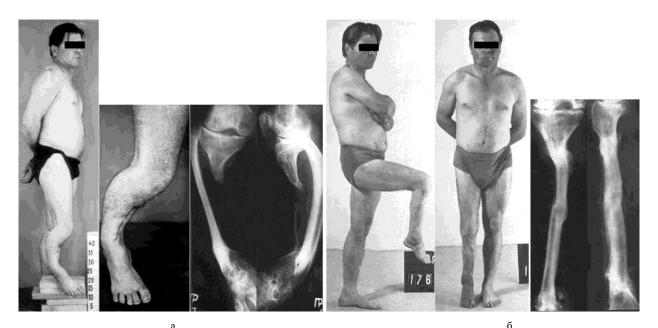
Больной Б., 35 лет, и его рентгенограммы: а – до лечения; б – через 6 лет после лечения
